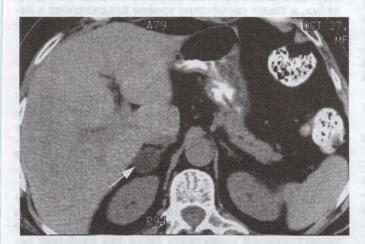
Спиральная компьютерная томограмма. Аксиальная плоскость. Аденома правого надпочечника размером 18×23 мм (указана стрелкой).
